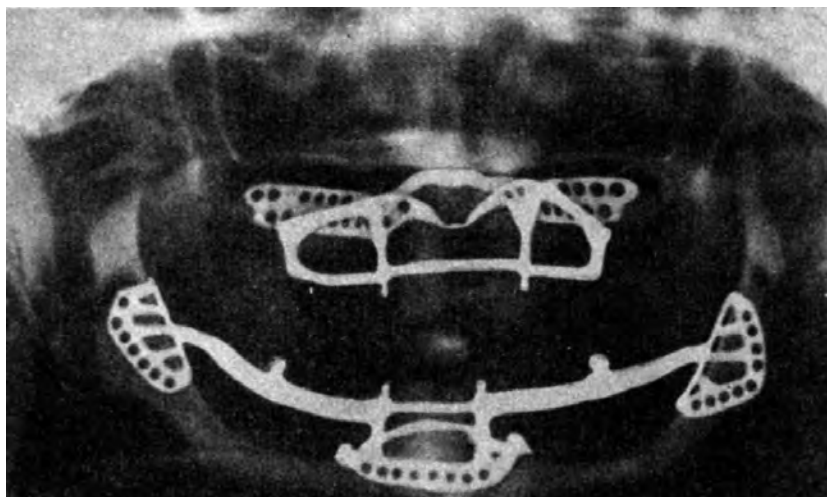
Панорамний рентгенівський знімок з найостаннішою конструкцією верхньощелепного піднадкісткового імплантату і з нижнім трипорним піднадкістковим імплантатом
